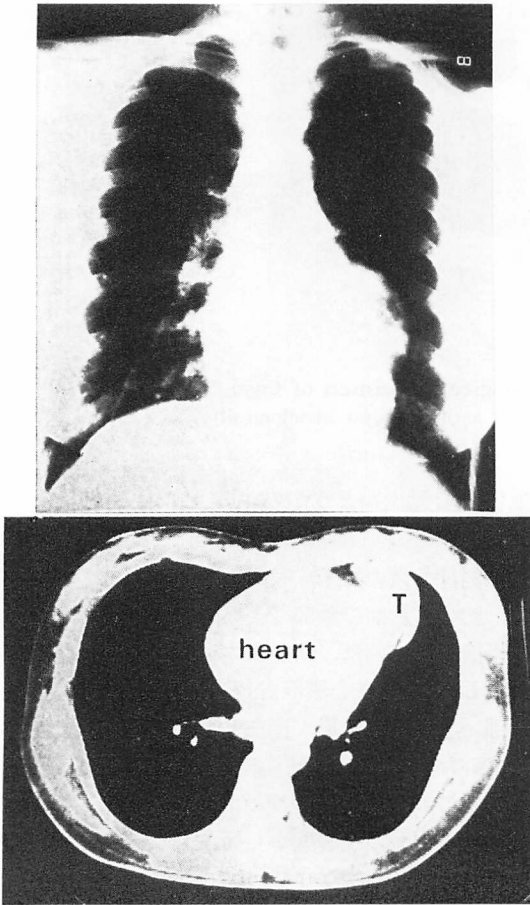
Chest X-ray film (upper) and computed tomogram (lower) of Case 3.
